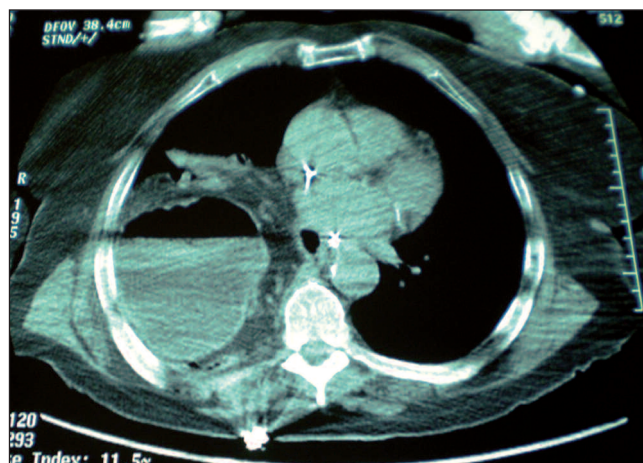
a. TC tórax: hernia diafragmática derecha.
